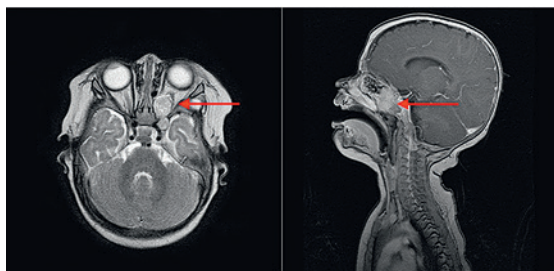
Инициальное МРТ-исследование пациента №1 с контрастным усилением
